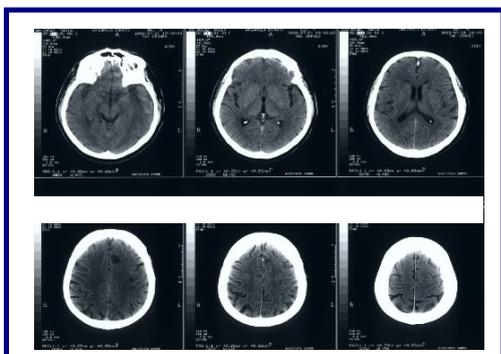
Tomografía computarizada de paciente con déficit motor derecho y afasia motora que muestra múltiples infartos en ambos hemisferios cerebrales¹⁴.
